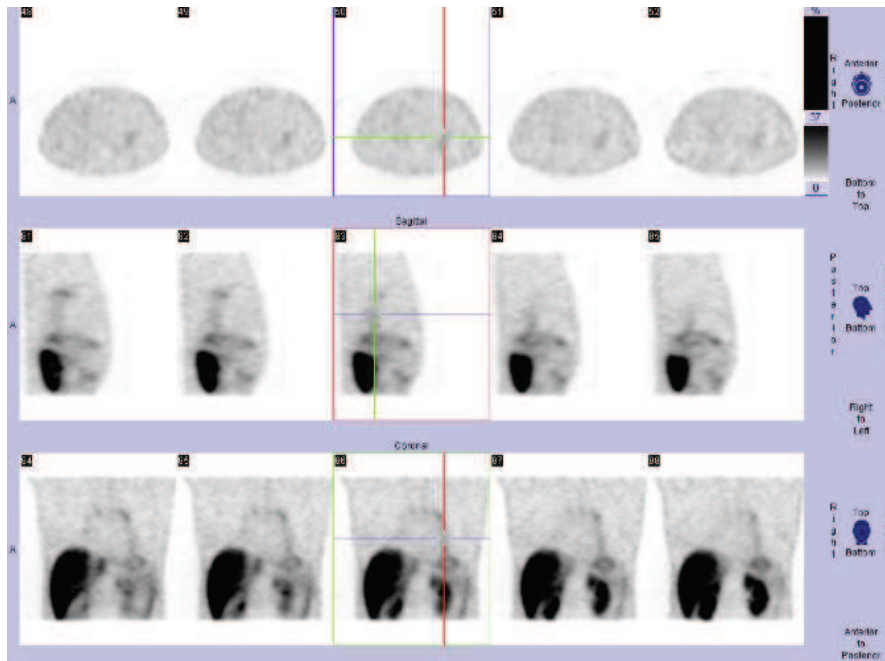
SPECT às 4h após a administração do RF, cortes axiais, sagitais e coronais, respectivamente. Cintigrafia de 2014.
